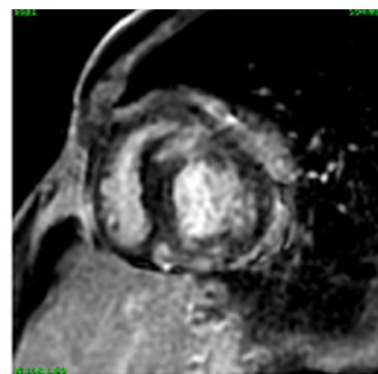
IRM cardiac, secțiune în ax scurt, la un pacient cu CMH: captare tardivă de gadolinium = fibroză intramurală, cu aspect insular
